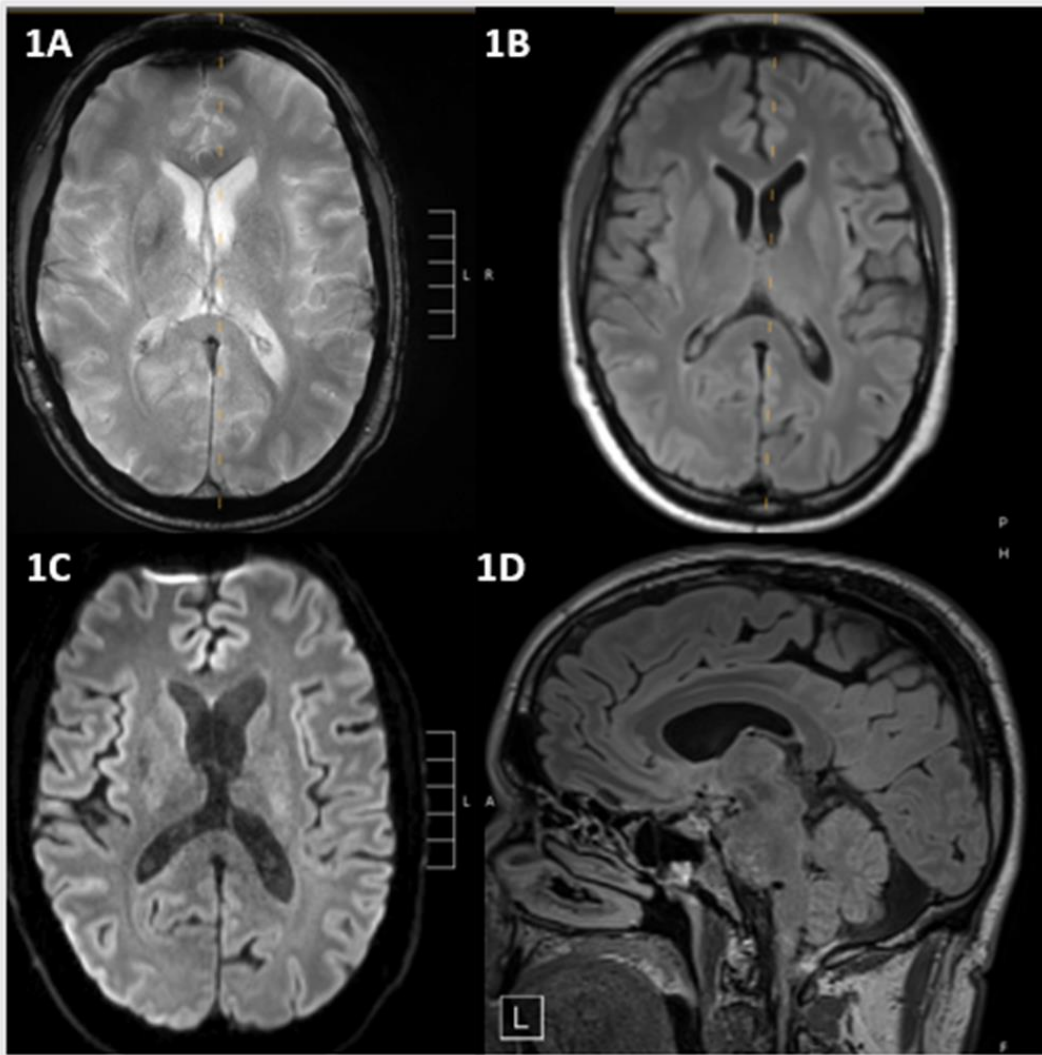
Die Abbildung zeigt ein normales zerebrales MRT zwei Wochen nach der elektrischen Kardioversion in T2* (1A), FLAIR (1B), DWI (1C), T1 (1D) Auflösung mit einem 3 Tesla MRT
